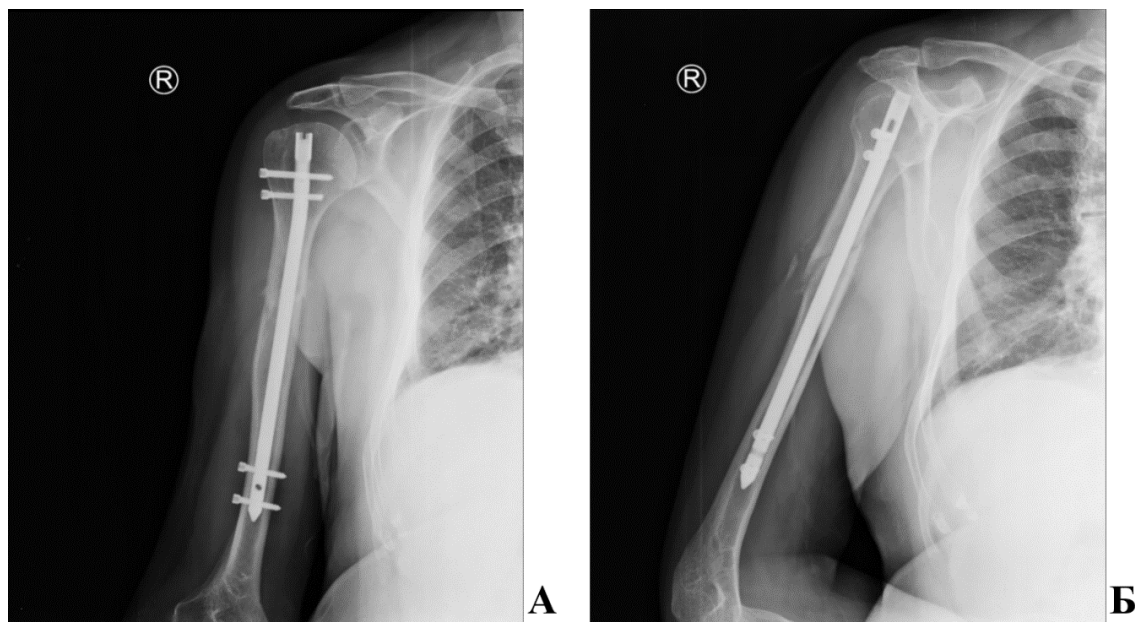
Рентгенограммы пациента М. А – прямая проекция, Б – боковая проекция. Остеосинтез правой плечевой кости блокируемым штифтом
